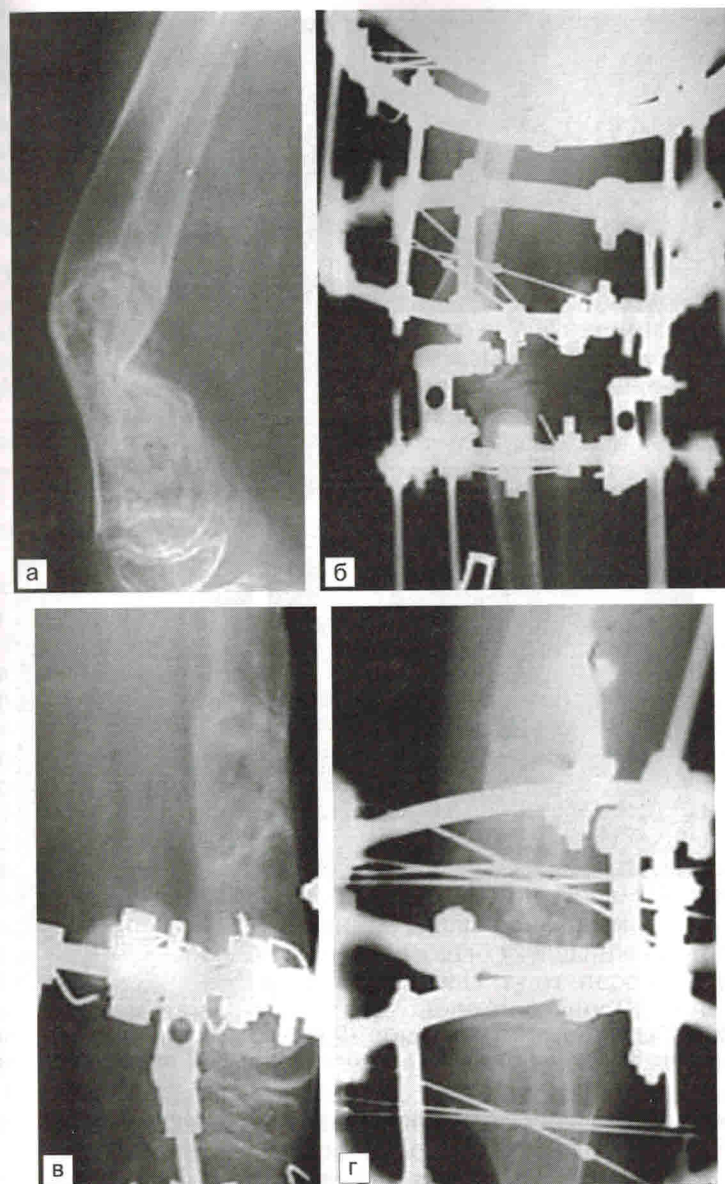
Рентгенограммы пациента 10 лет. Диагноз: аномалия развития правого бедра 7-го класса, укорочение правой нижней конечности.
